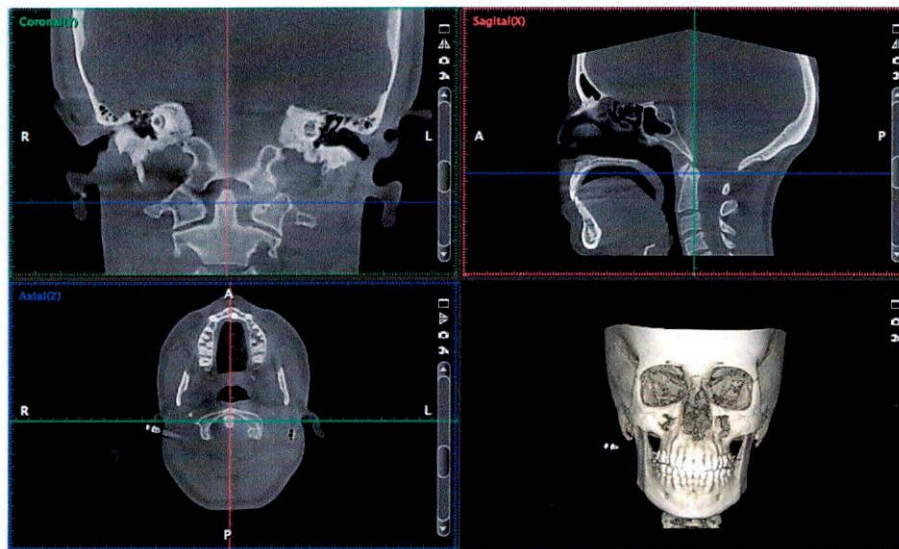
Tomografía Computarizada de haz de cono TCHC. Inferior izquierda: plano axial donde se establece el plano sagital medio. Superior izquierda: plano coronal. Superior derecha: plano sagital, base para la toma de medidas. Inferior derecha imagen 3D.
